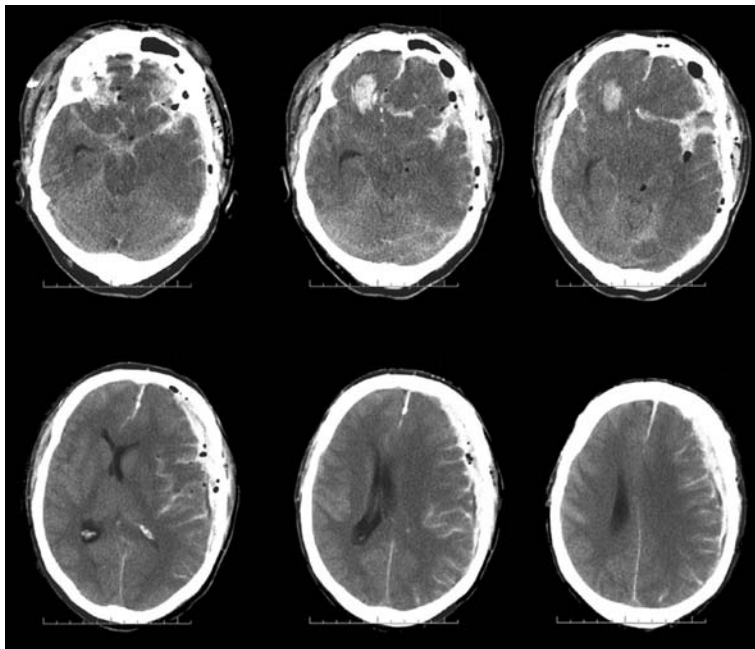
Компьютерная томография: повреждение обоих полушарий, вызванное огнестрельным ранением. Пациент пытался покончить с собой и поступил с ШКГ 3 балла. Вскоре после госпитализации он умер.
